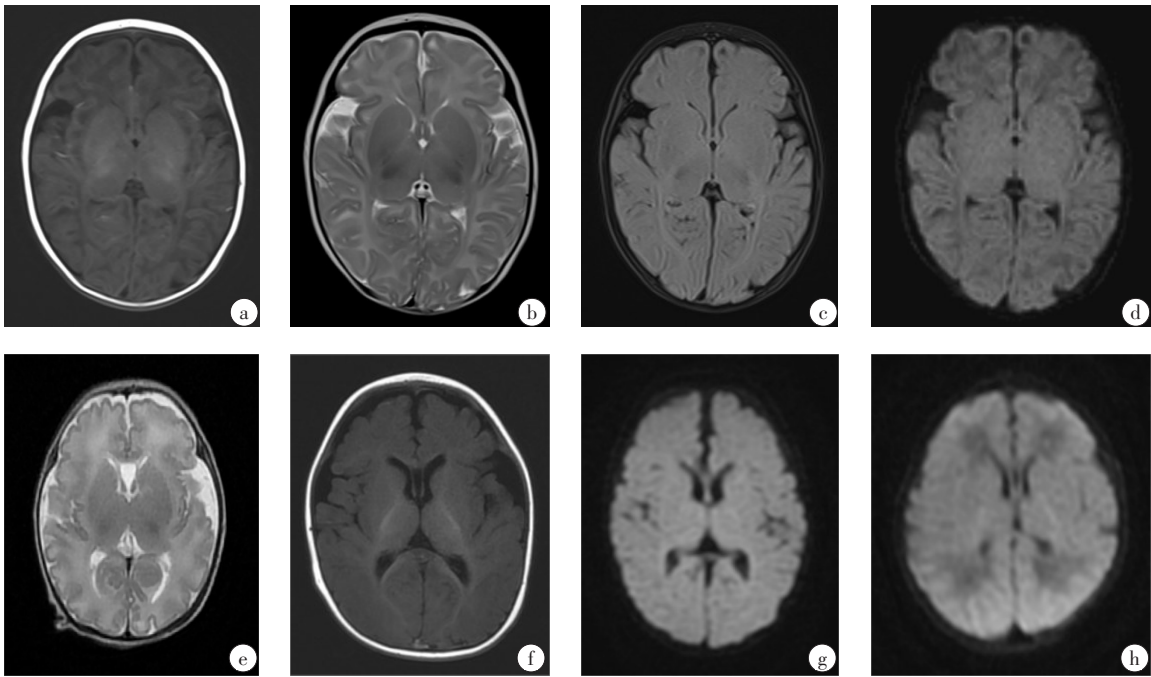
专用线圈与常规线圈扫描的0~6月龄婴儿颅脑MRI图像
